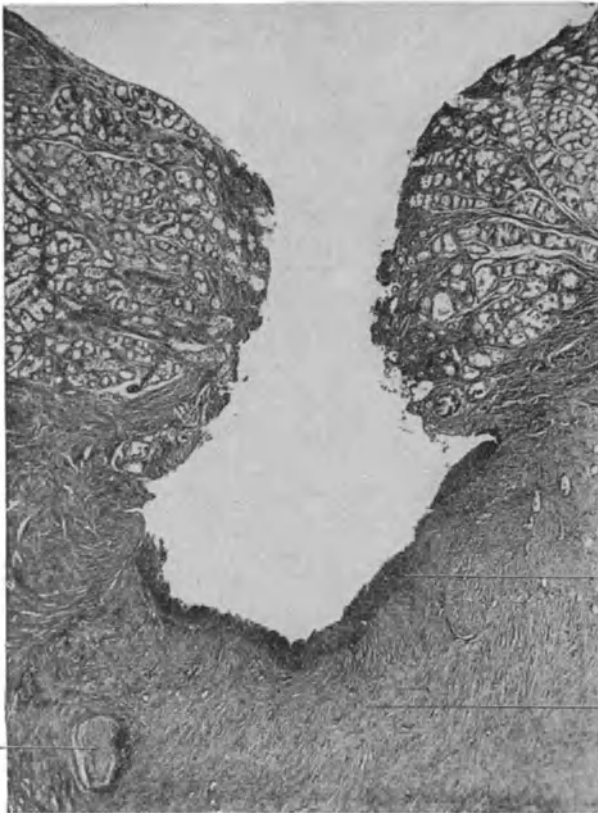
Magengeschwür in seiner Form einer röntgenologischen Ulcusnische entsprechend. F Fibrinoide Nekrosezone am Grund darunter faseriges Bindegewebe (B); in ihm eingeschlossen ein Nerv (N).
